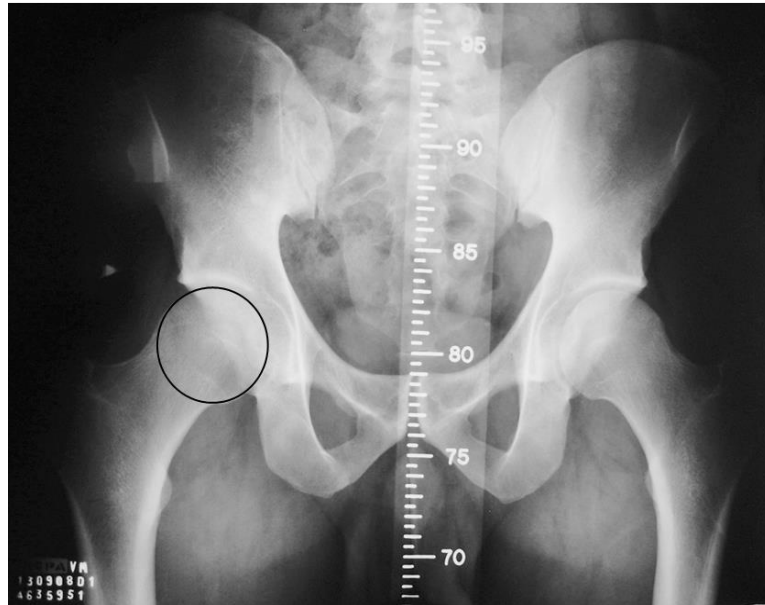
AP pelvic radiograph. The femoral head showed a triangular index absent bilaterally.
